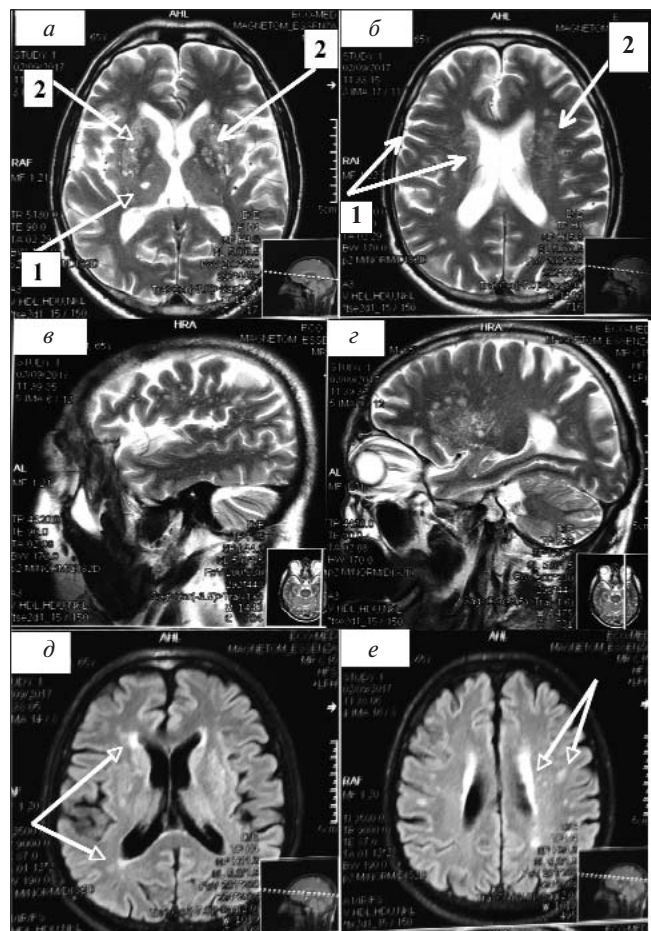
МРТ головного мозга того же пациента Н. в возрасте 65 лет; пациент по-прежнему регулярно не принимает антигипертензивную терапию и продолжает курить (а–е). При сравнении с данными МРТ 5-летней давности (см. рис. 3) наблюдается прогрессирующее повреждение вещества головного мозга, преимущественно сосудистого генеза. Клинически определяется прогрессирование КН, которые достигли стадии умеренных. Выявляются признаки сосудистого повреждения головного мозга: а – лакуна в правом зрительном бугре (стрелка 1), расширение периваскулярных пространств (стрелки 2); б – расширение боковых желудочков и ликворных пространств (признаки атрофии вещества головного мозга, стрелки 1); постинсультный очаг в области левых прецентральной и постцентральной извилин (стрелка 2); в, г – множественные очаги в белом веществе головного мозга, расширение периваскулярных пространств; д, е – субкортикальный, перивентрикулярный лейкоареоз (стрелки)
